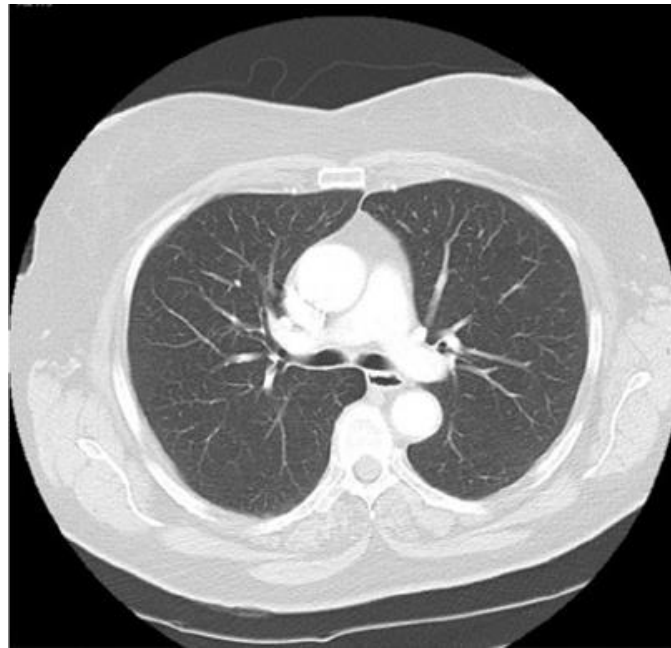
8: CT thoracique normale (fenêtre poumons)
